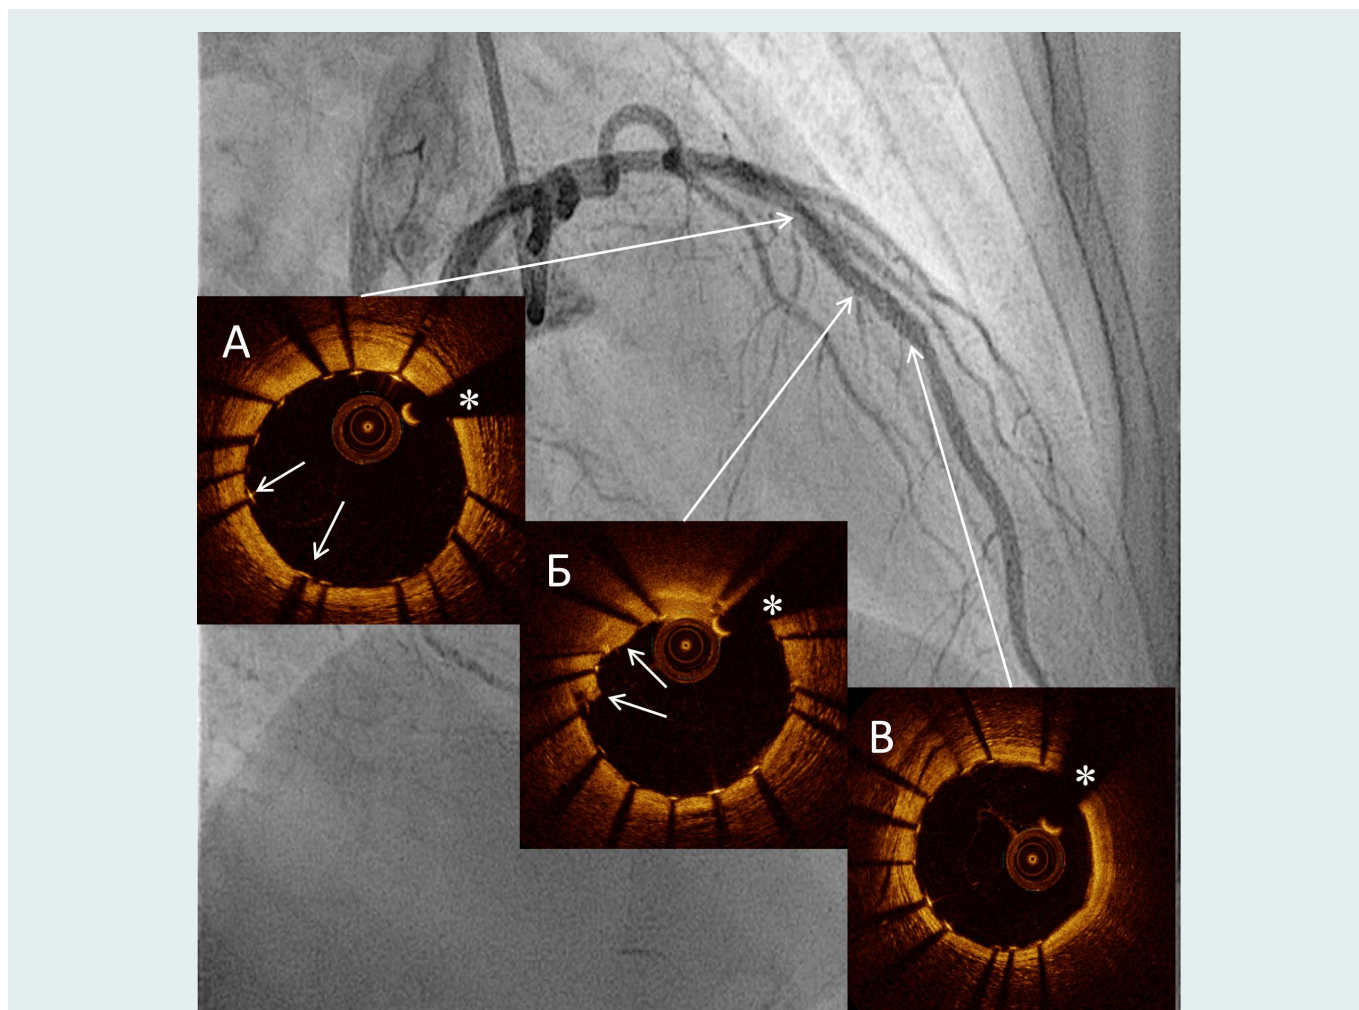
Оптическая когерентная томография после стентирования ПМЖА в среднем сегменте
